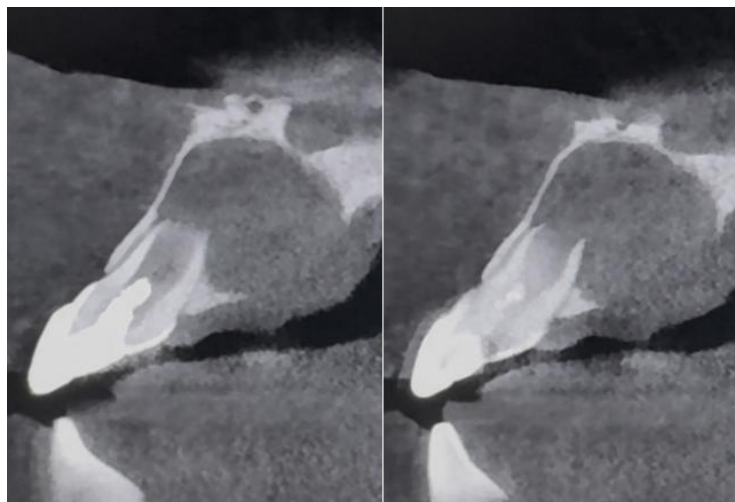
Tomografía computarizada de haz cónico (corte sagital) correspondiente al elemento 11 en donde se observa el tamaño de la lesión y la presencia de material dentro del conducto
